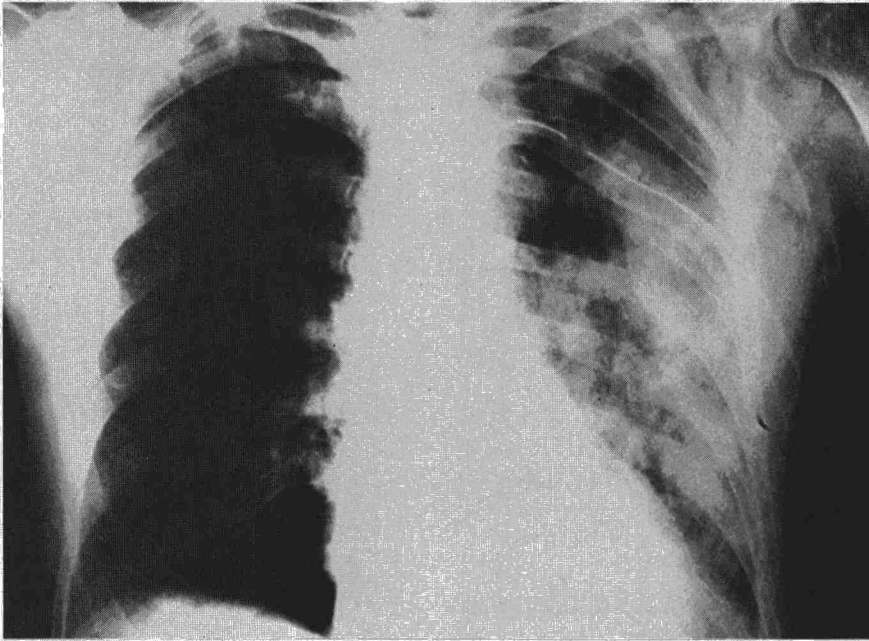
Patrón alveolar en hemitórax izquierdo, tubo de drenaje. Radiografía practicada a las 12 horas de la figura 1.
